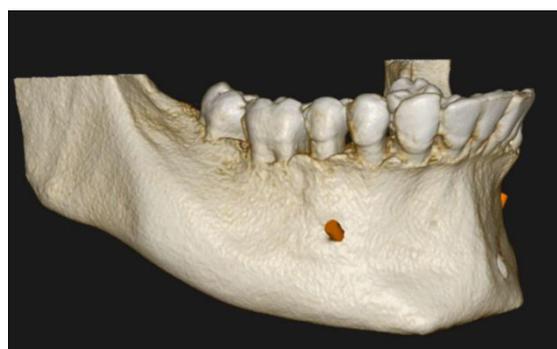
TC corte oblíquo direito
